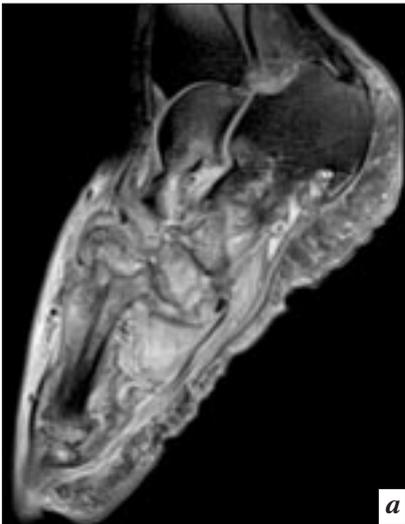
МРТ стопы, сагиттальная проекция в FSat (*а*) и коронарная проекция в T2-ВИ (*б*) пациента Б., 62 лет. СД 2 типа. Стопа Шарко. Распространенная деструкция костей предплюсны с дезорганизацией предплюсне-плюсневых суставов. Отек костного мозга костей предплюсны, I и II плюсневых костей. Деформация суставных поверхностей головки и основания I и II плюсневых костей в сочетании с кистозной перестройкой. Дезорганизация и обширный отек мягких тканей области предплюсны и плюсны.
